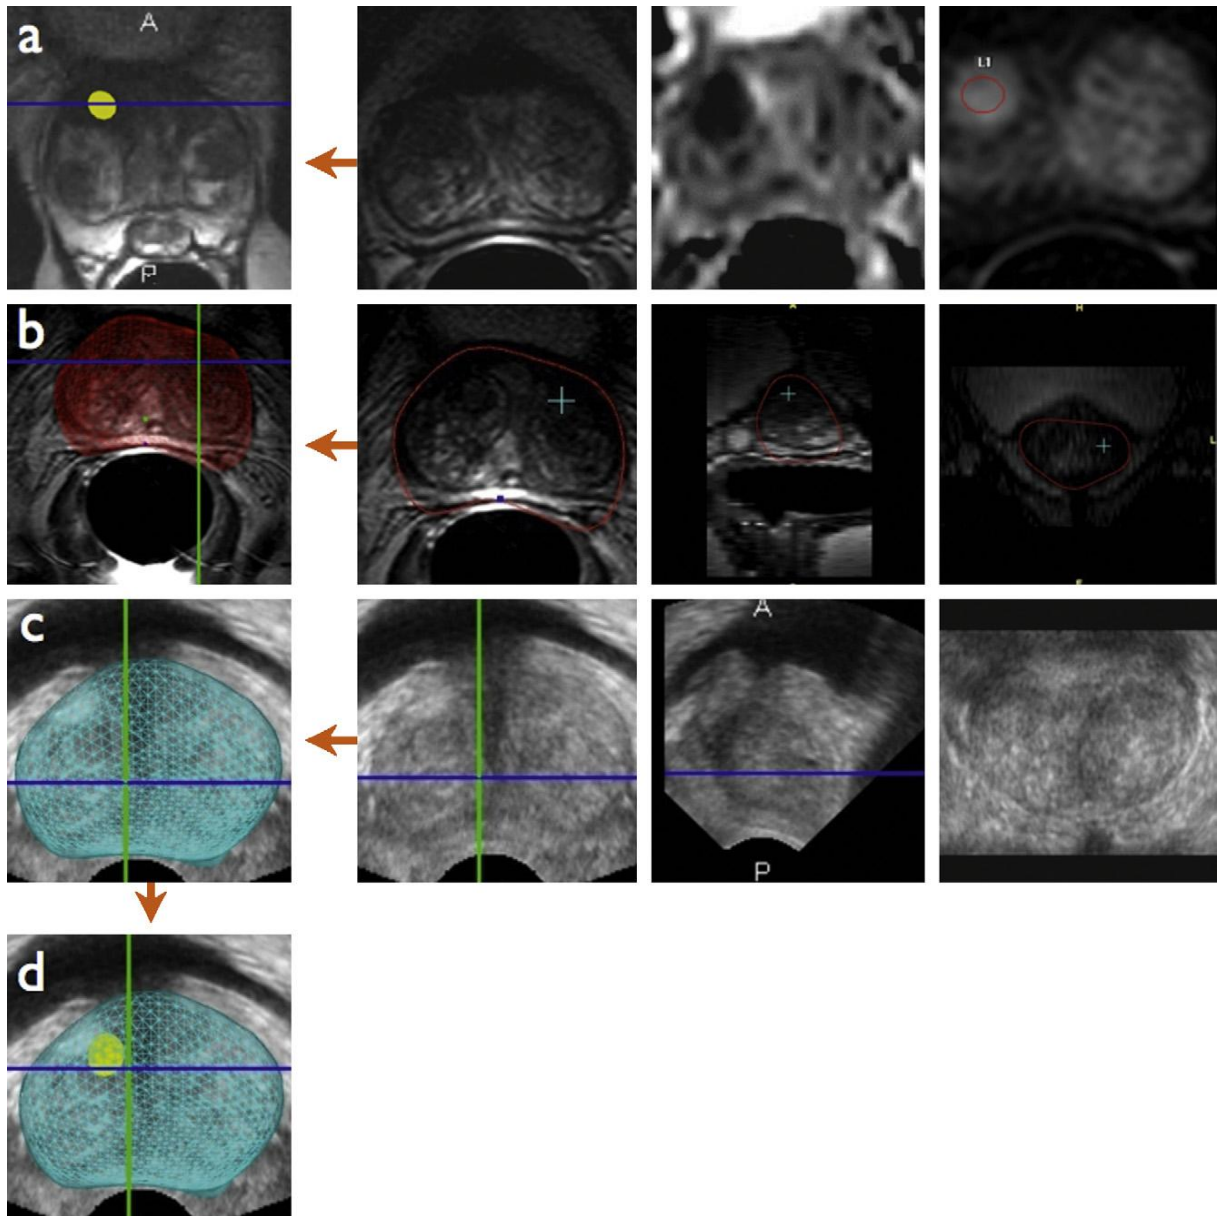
Principe de la fusion d'image IRM/échographie 3D.
